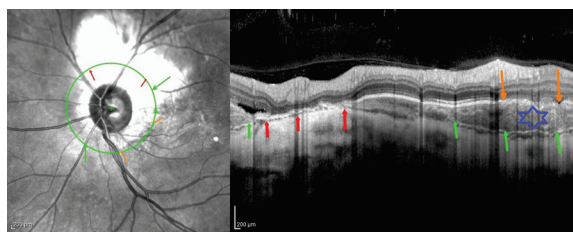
Оптическая когерентная томография левого глаза пациентки Н., 35 лет; круговой скан через перипапиллярную зону. Зелёные стрелки — гиперрефлективная линия, отделяющая остеому хориоидеи от истончённой хориоидеи; оранжевые стрелки — зона нарушения визуализации мембраны Бруха; звёздочка — зона хориоидеи с сетчатой структурой; красные стрелки — зона резкого истончения хориоидеи. Фото глазного дна — см. рис. 7
